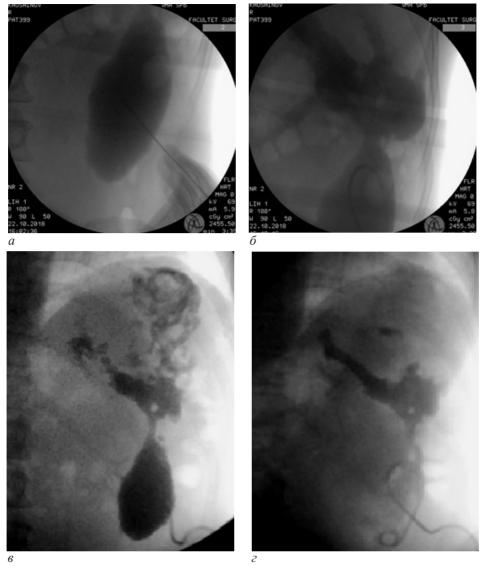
Рентгенограммы живота пациента X. во время пункции псевдокисты (a, δ) и после ее дренирования (b, ϵ)
